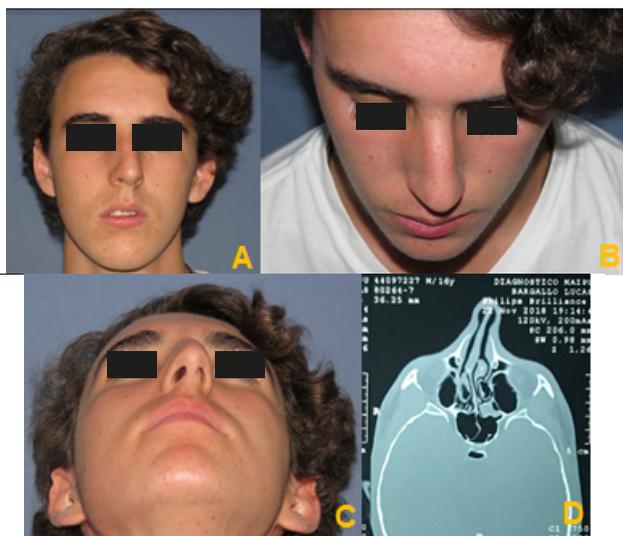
A: Fotografía vista de frente; B: Vista superior; C: vista inferior; D: Tomografía computada
